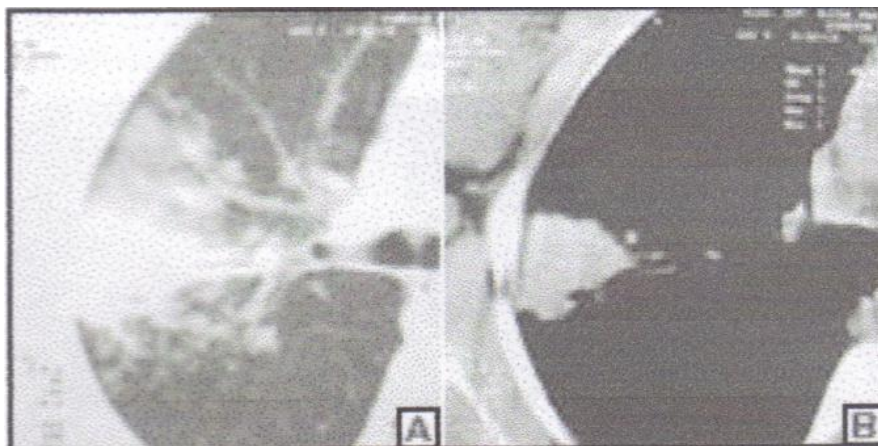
Disseminação linfática. No lado A, tomografia registrada em janela de parênquima demonstra opacidades de limites imprecisos localizada no lobo superior direito, exibindo disseminação linfática local em direção ao hilo pulmonar, também visualizada na janela mediastinal (lado B).
